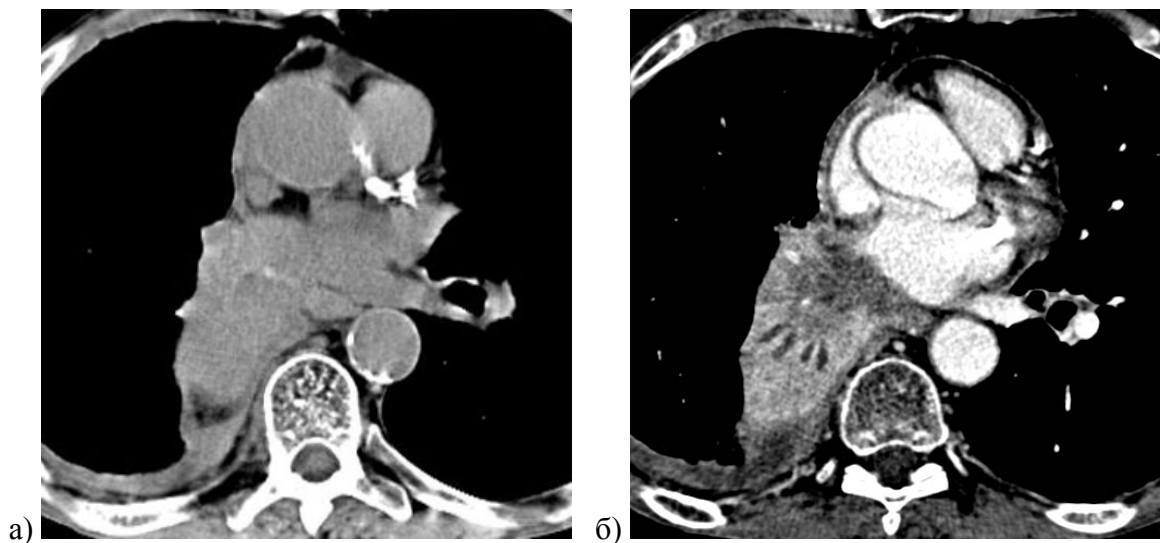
Больной Л. Диагноз: рак промежуточного бронха с ателектазом средней и нижней долей правой легкого. (а) На нативном КТ-изображении в корне правого легкого определяется образование с выбухающим контуром, принятое за опухоль. (б) После болюсного ВКУ большая часть данного образования оказалась ателектазом, лучше накапливающим РКВ. Собственно опухоль – участок сниженной плотности, тесно прилегающий к левому предсердию. Видны заполненные жидкостью бронхи – гиподенсивные трубчатые структуры, обрывающиеся на границе опухоли и ателектаза (симптом жидкостной бронхограммы)
